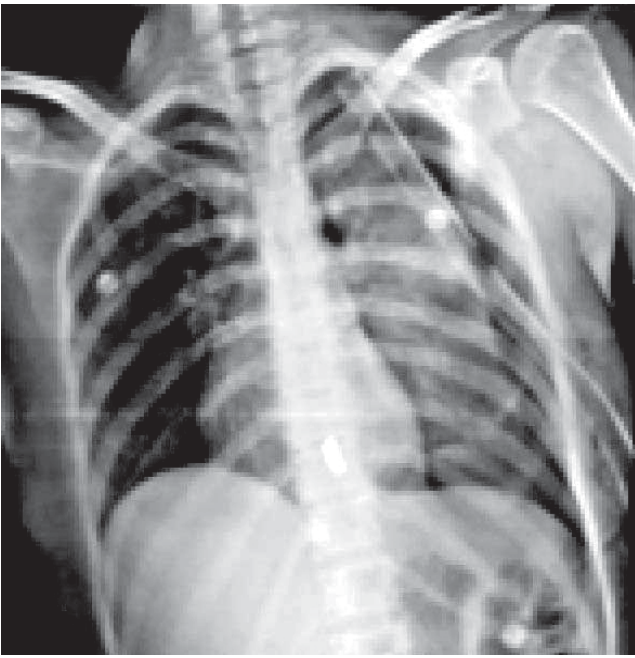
Telerradiografía de tórax del Paciente 8, muestra el proyectil alojado a nivel de la décima vértebra torácica, así como neumotórax izquierdo con su sistema de succión.
